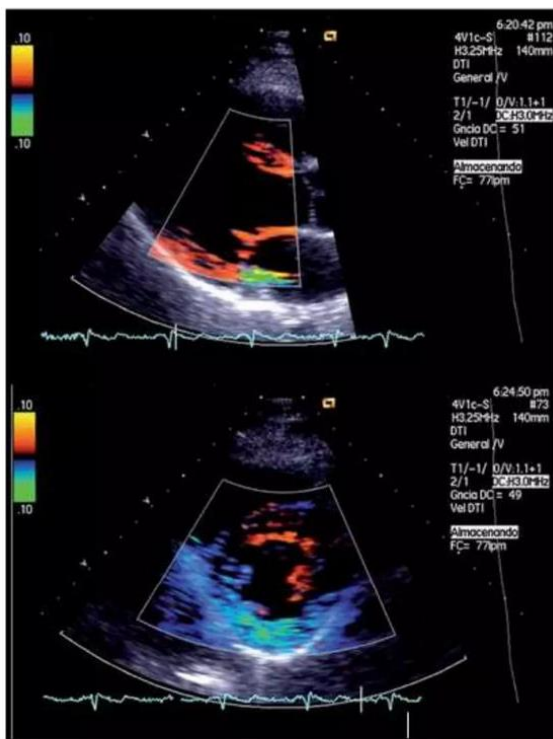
Imagen de Doppler tisular en modo bidimensional en plano paraesternal eje largo (arriba) y eje corto (abajo).
